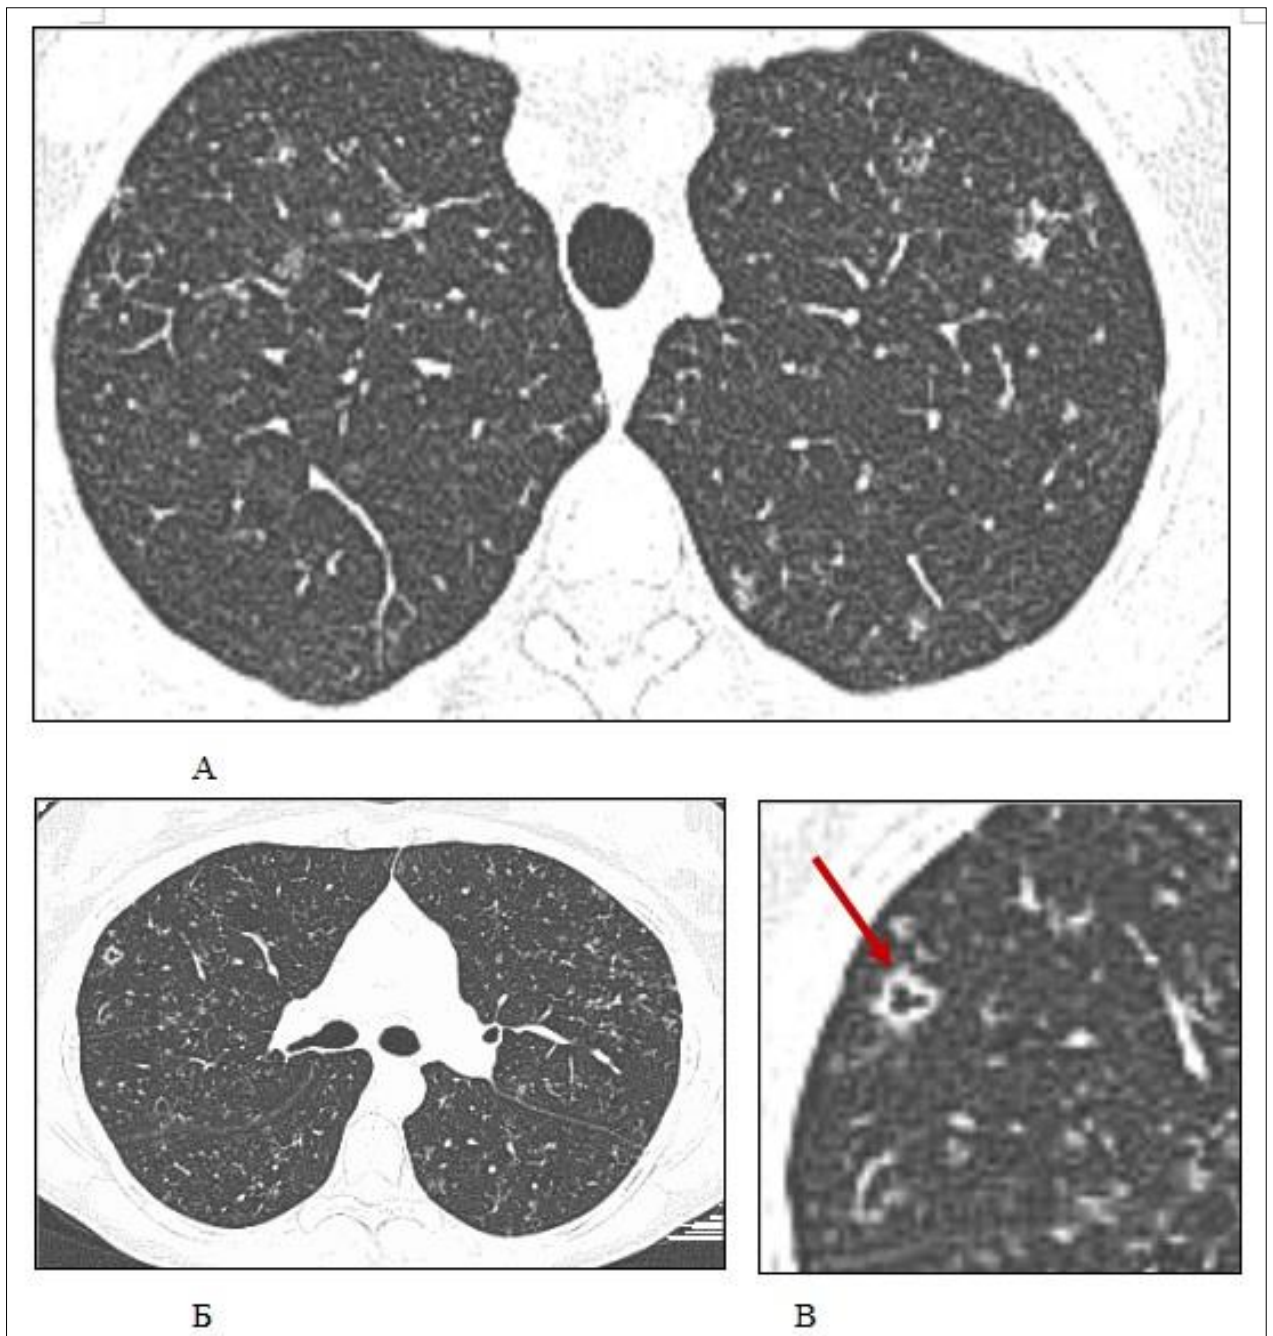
Компьютерные томограммы больного И., 21 год. Выявляются мелкие очаги, кистозная перестройка достоверно не определяется (а, б). Стрелкой указан симптом трансформации очагов в кисты (в)
